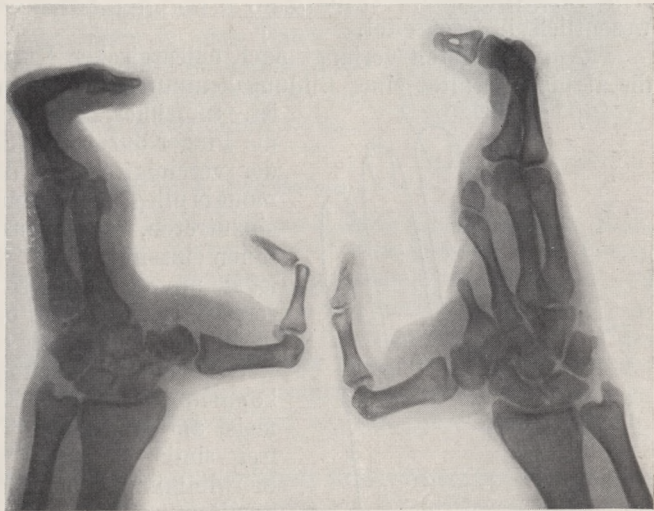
Röntgenbild zu Fig. 9.
